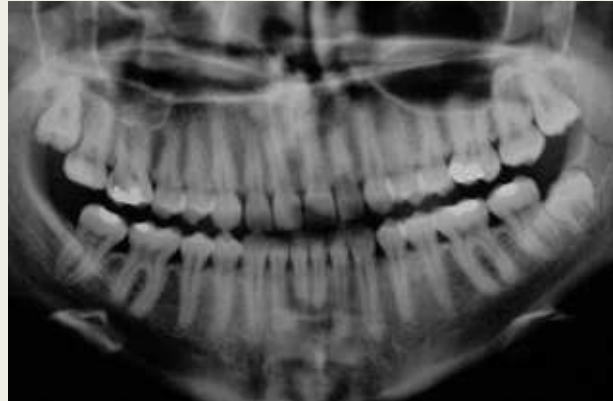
Esta radiografía muestra la anchura biológica limitada; la cresta ósea está cerca del nivel del límite amelo-cementario.
